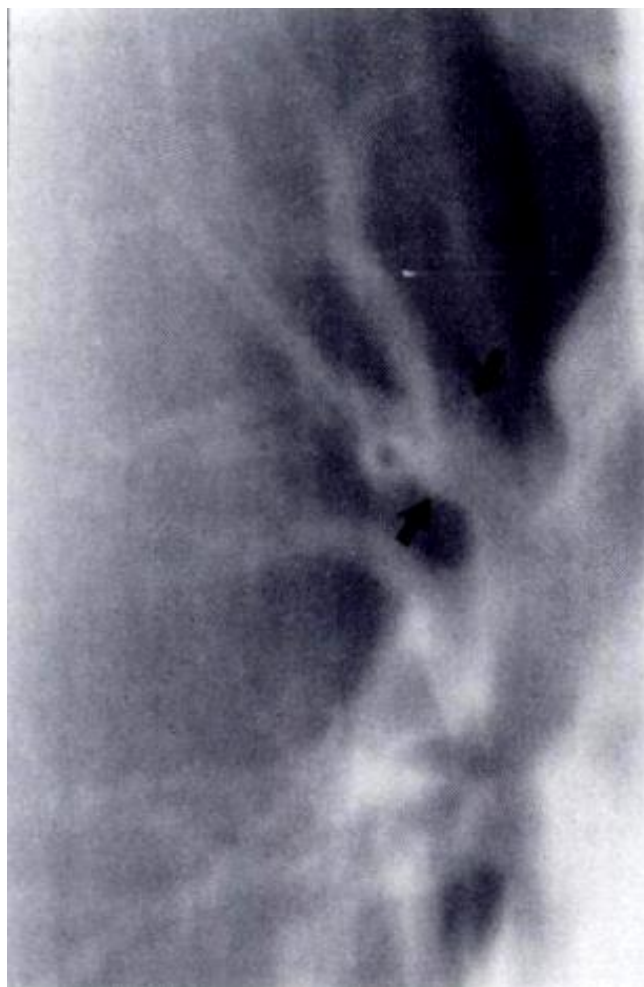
Аналоговая линейная рентгеновская томография [27].
